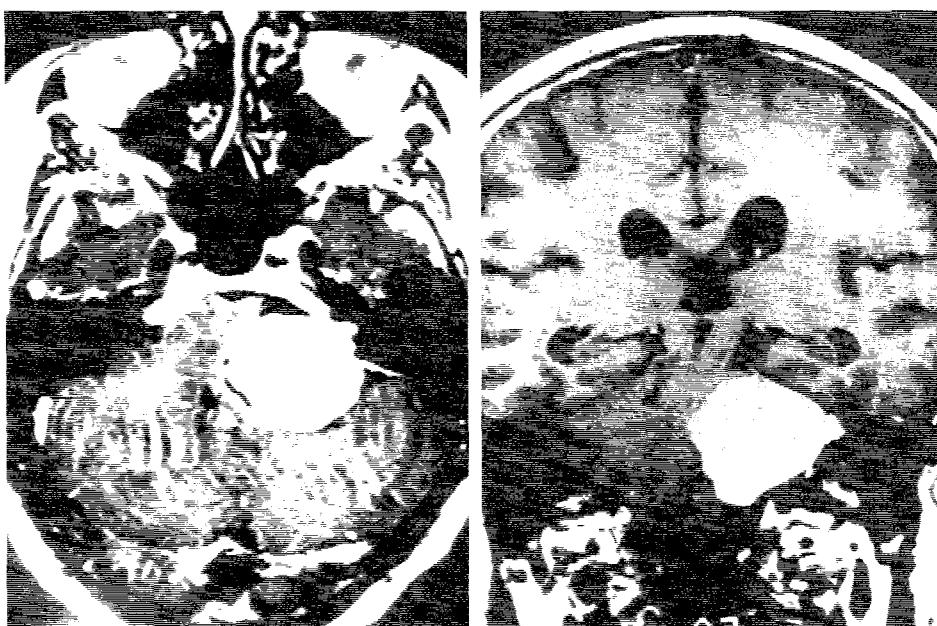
3G. 2a, 3. 3G. 2b. Aspect CT și IRM de neurinom de acustic.
